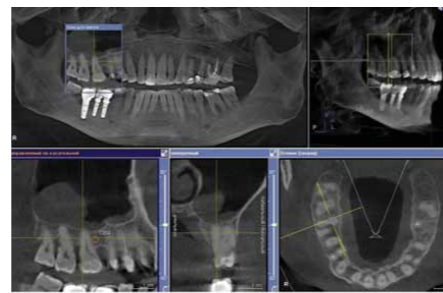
(а). Пациент 1971 г.р. ХГП.средней степени тяжести. ЗД КТ
